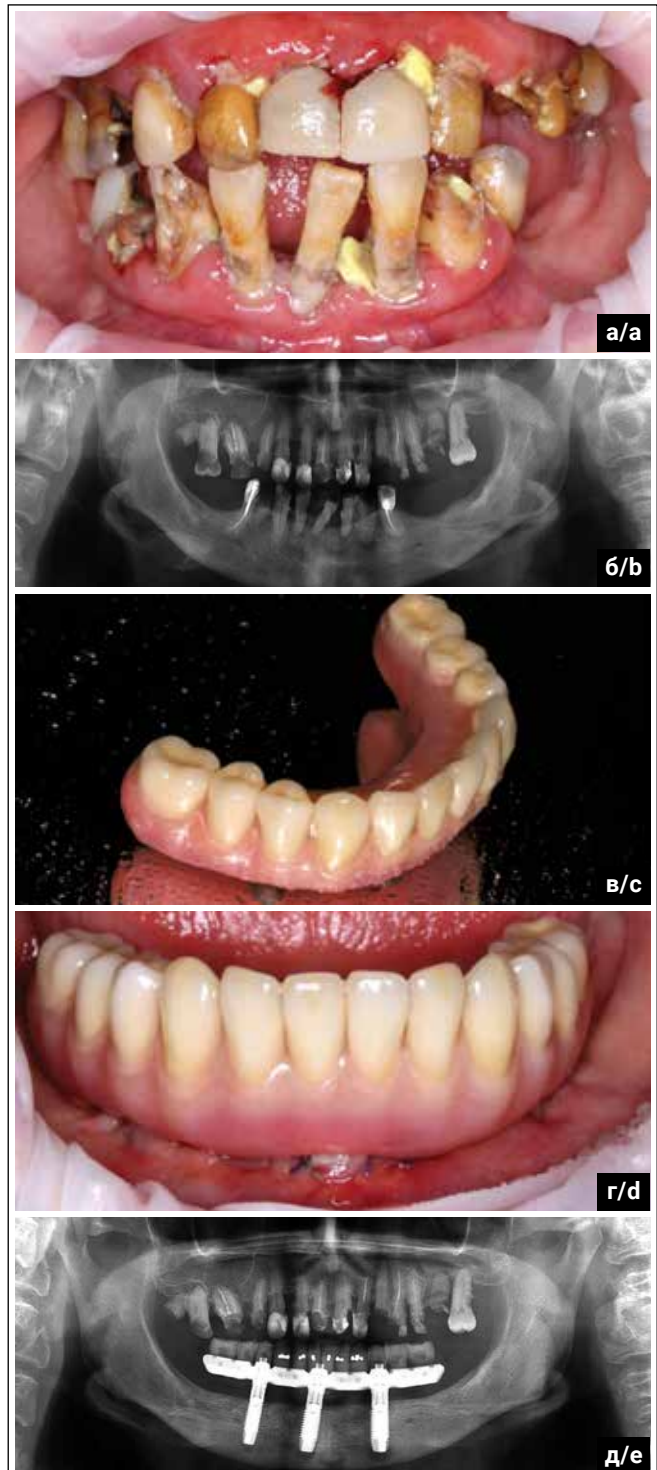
Клиническая картина при декомпенсированных зубных рядах пациента Б., 37 лет: а) зубные ряды до лечения; б) панорамная рентгенограмма до лечения; в) непосредственный окончательный имплантационный протез нижней челюсти; г) после первого этапа лечения с имплантационным протезом «Трефол»; д) панорамная рентгенограмма после первого этапа лечения на нижней челюсти
